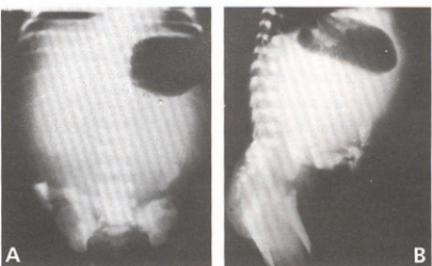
radiografías simples del abdomen (frente y perfil). Se observa una gran cámara gástrica y calcificaciones intraabdominales.
